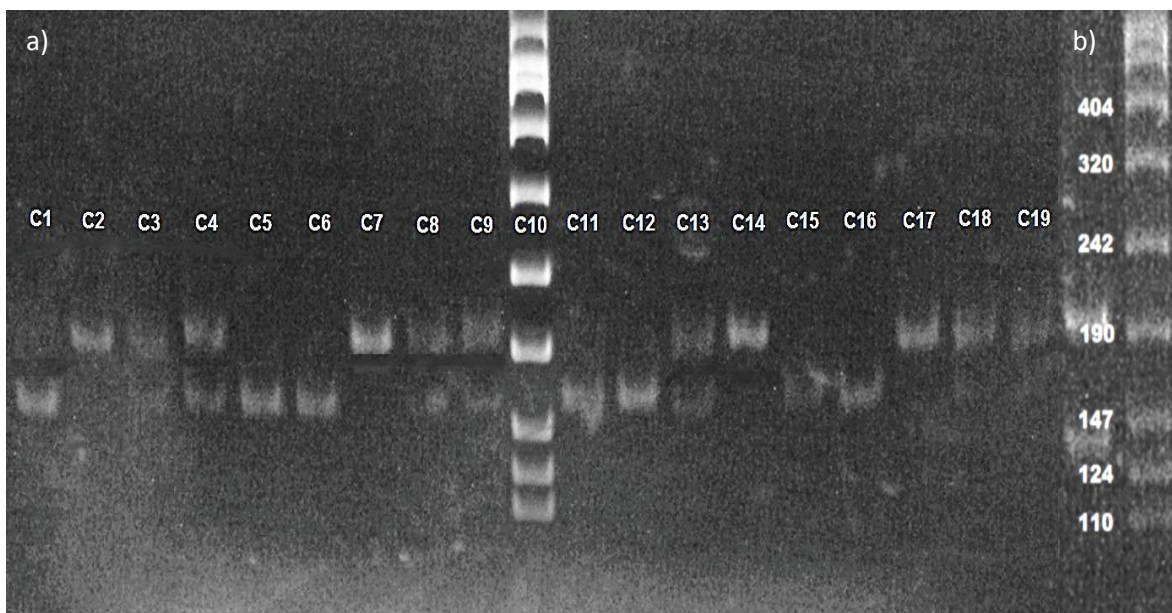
a) RFLP del polimorfismo *C3435T* del gen *ABCB1*: C1: CC, C2: TT, C3: CT, C4: CT, C5: CC, C6: CC, C7: TT, C8: CT, C9: CT, C10: MPM, C11: CC, C12: CC, C13: CT, C14: TT, C15: CC, C16: CC, C17: TT, C18: CT, C19: CT. b) Marcador de Peso Molecular VIII de Roche. En la tabla 11 se presentan los tamaños de los fragmentos. Foto obtenida en fotodocumentador.
